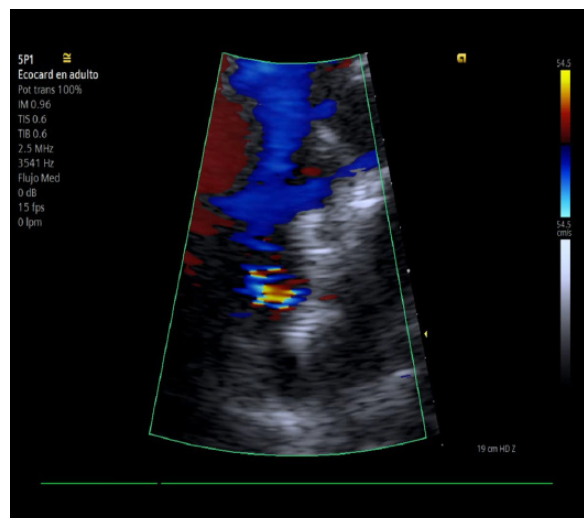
Imagen por ETE. Se observa la prótesis implantada con imagen Doppler color del flujo por la fenestración de la prótesis.
